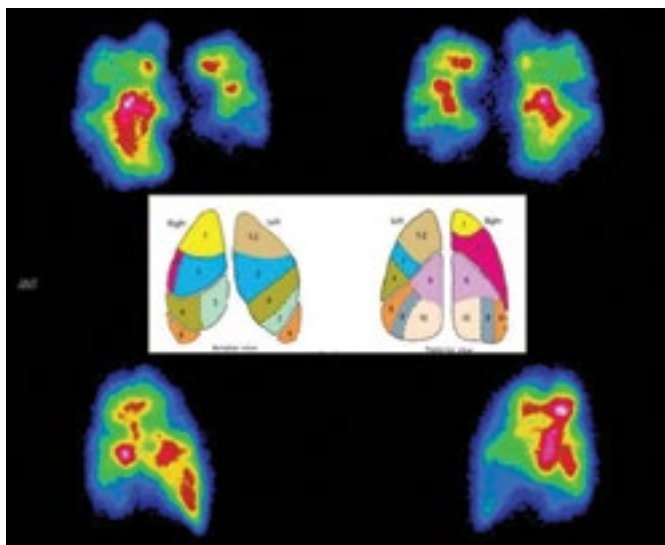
Перфузионная скинтиграмма пациента с лёгочной гипертензией вследствие заболевания левых отделов сердца
